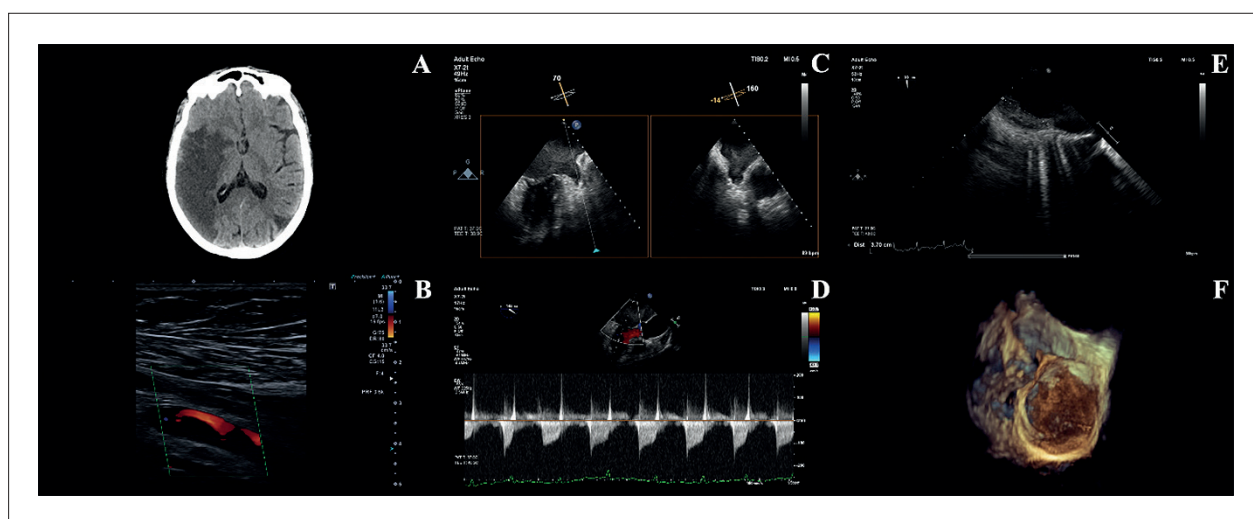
Achados de imagem em multimodalidade; A) Tomografia computadorizada de crânio realizada três dias após a admissão, mostrando lesão isquêmica córtico-subcortical evoluída na região temporoparietal direita; B) Ultrassom Doppler arterial de membro superior, evidenciando oclusão da artéria subclávia direita; C) Ecocardiografia transesofágica mostrando o AAE com contraste espontâneo marcado e ausência de trombo organizado; D) Avaliação transesofágica da valva mitral demonstrando características de estenose mitral reumática, com achados no Doppler espectral compatíveis com obstrução valvar significativa; E) Imagem bidimensional transesofágica demonstrando grande trombo mural aderido às paredes lateral e posterior do AE, medindo até 37 mm em seu maior eixo; F) Imagem tridimensional em tempo real da ecocardiografia transesofágica mostrando o trombo mural no AE
